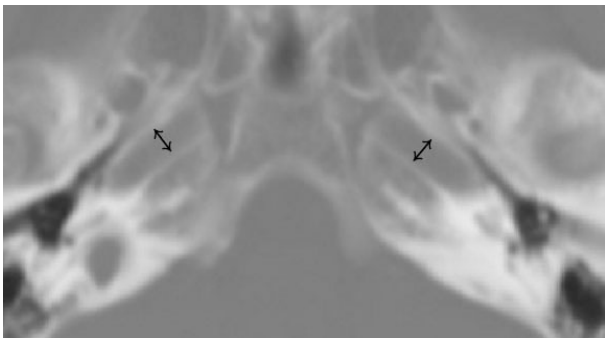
Measurement of bony carotid canal diameter. Bony carotid canal diameter was measured by transverse portion of bony carotid canal on bone window setting of brain CT (diameter of bidirectional arrow). CT; computed tomography.
